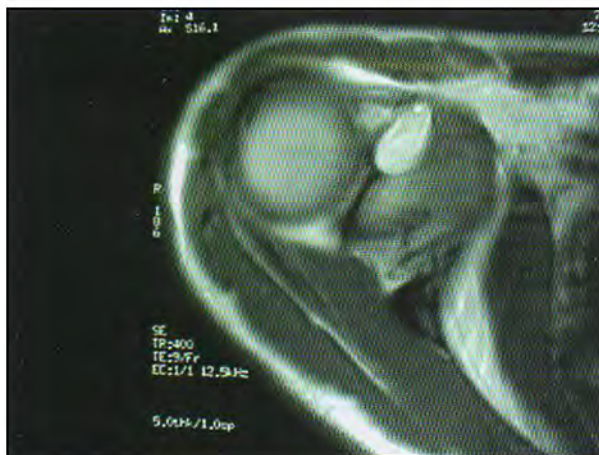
En la imagen coronal de la RMN se debe medir la distancia coracohumeral, en este caso ocupada por un ganglión.
